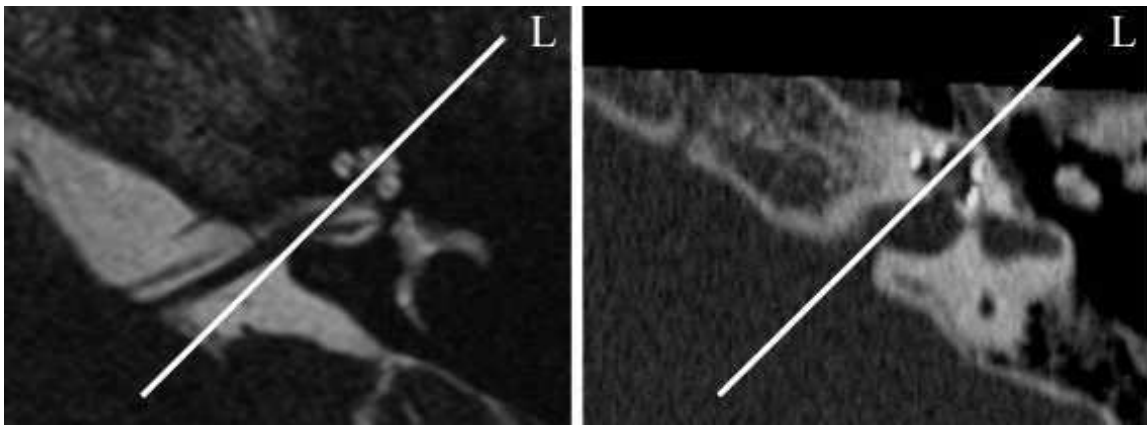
Cochlea und innerer Gehörgang liegen in einer Ebene. MRT und CT. Axialer Schnitt.
